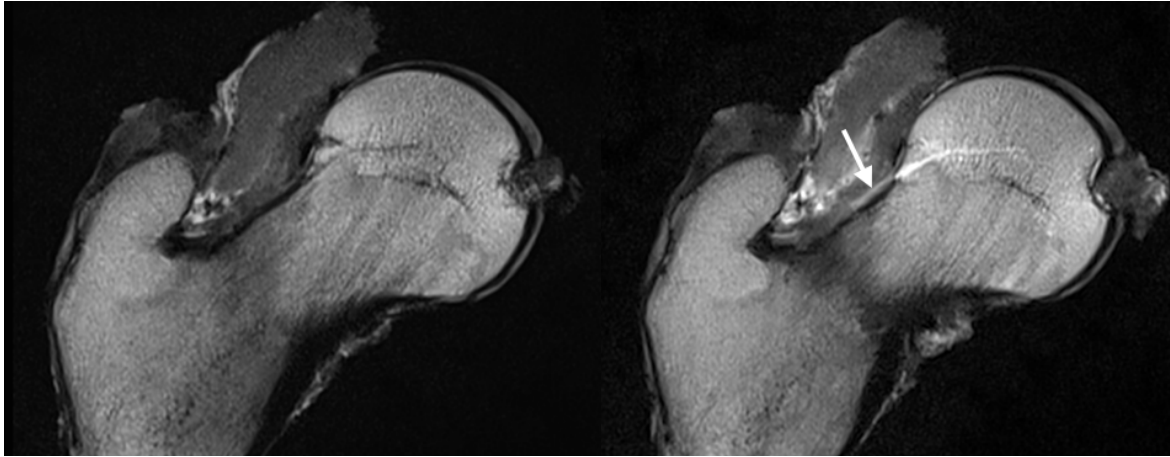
Imagem da sequência coronal T1 RMN da mesma peça antes (esquerda) e depois da injeção de contraste (direita). Para além da captação de contraste intraósseo, note-se a presença de uma estrutura hiperintensa ao longo do córtex superior do colo femoral (seta) e que não está presente na preparação da esquerda (antes da injeção de contraste). Esta estrutura corresponde a um ramo terminal da ACP que percorre toda a prega sinovial.
